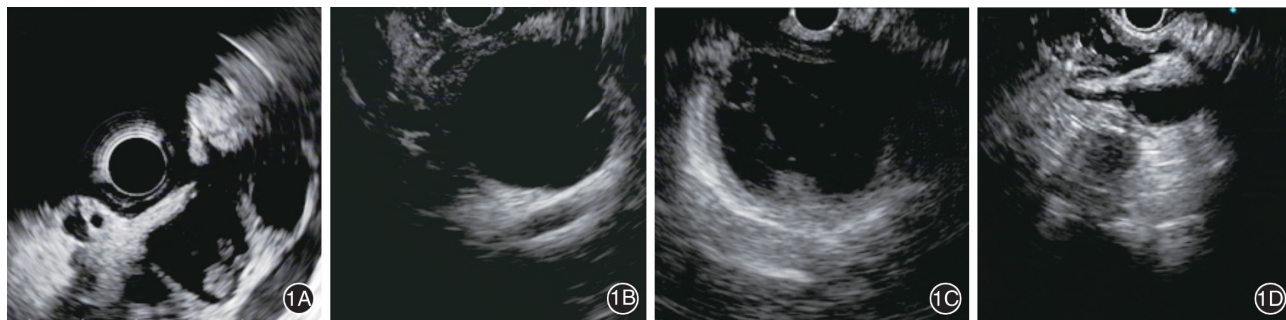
胰腺假性囊肿内镜超声图像特征 1A:胰管内高回声影后伴声影;1B:囊壁光滑无分隔;1C:囊内分隔、絮状物;1D:囊肿与主胰管相通
